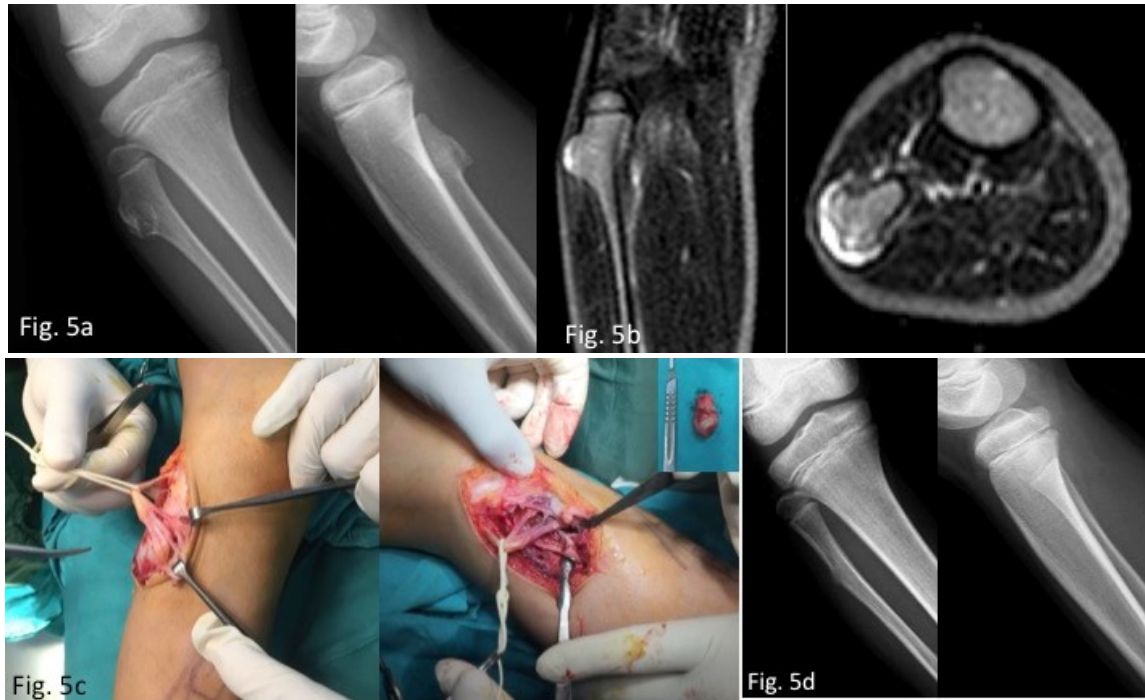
Preoperative X rays shows osteochondroma of the fibular head of the 13 years old male patient presented with fibular nerve dysfunction. Fig. 5b: MRI shows osteochondroma of the fibular head compression to the fibular nerve. Fig. 5c: Treated with nerve decompression and excision of the osteochondroma. Intraoperative picture of the fibular nerve before and after excision. Fig. 5d: Postoperative 8 month x rays of the patient.
